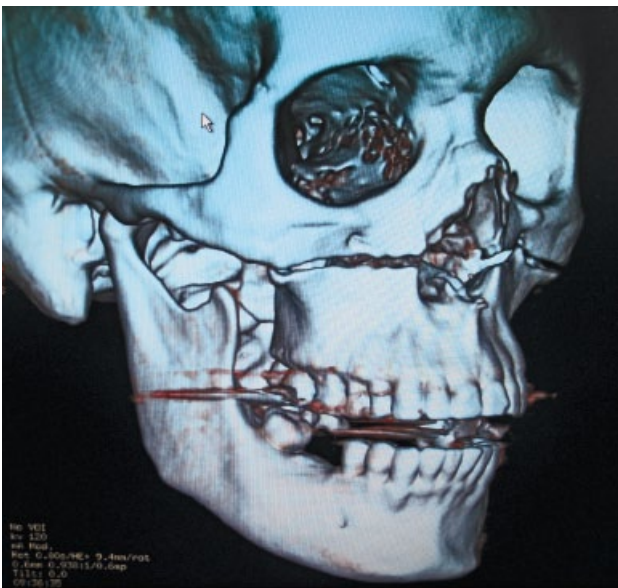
Reconstrucción 3D de TC, fractura Le Fort I.
